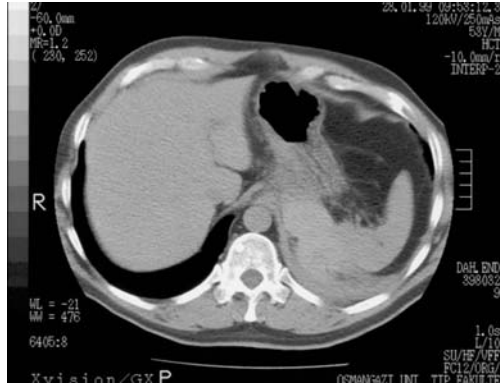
Biyopsi işleminde iğnenin her aşamadan sonra alınan BT kesitleri ile kontrolü (A, B, C).
